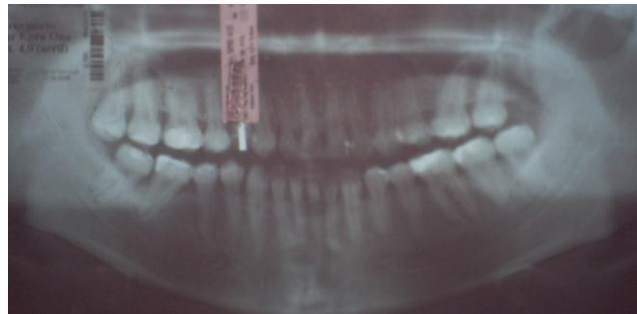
Radiografía panorámica con planificación del implante.
